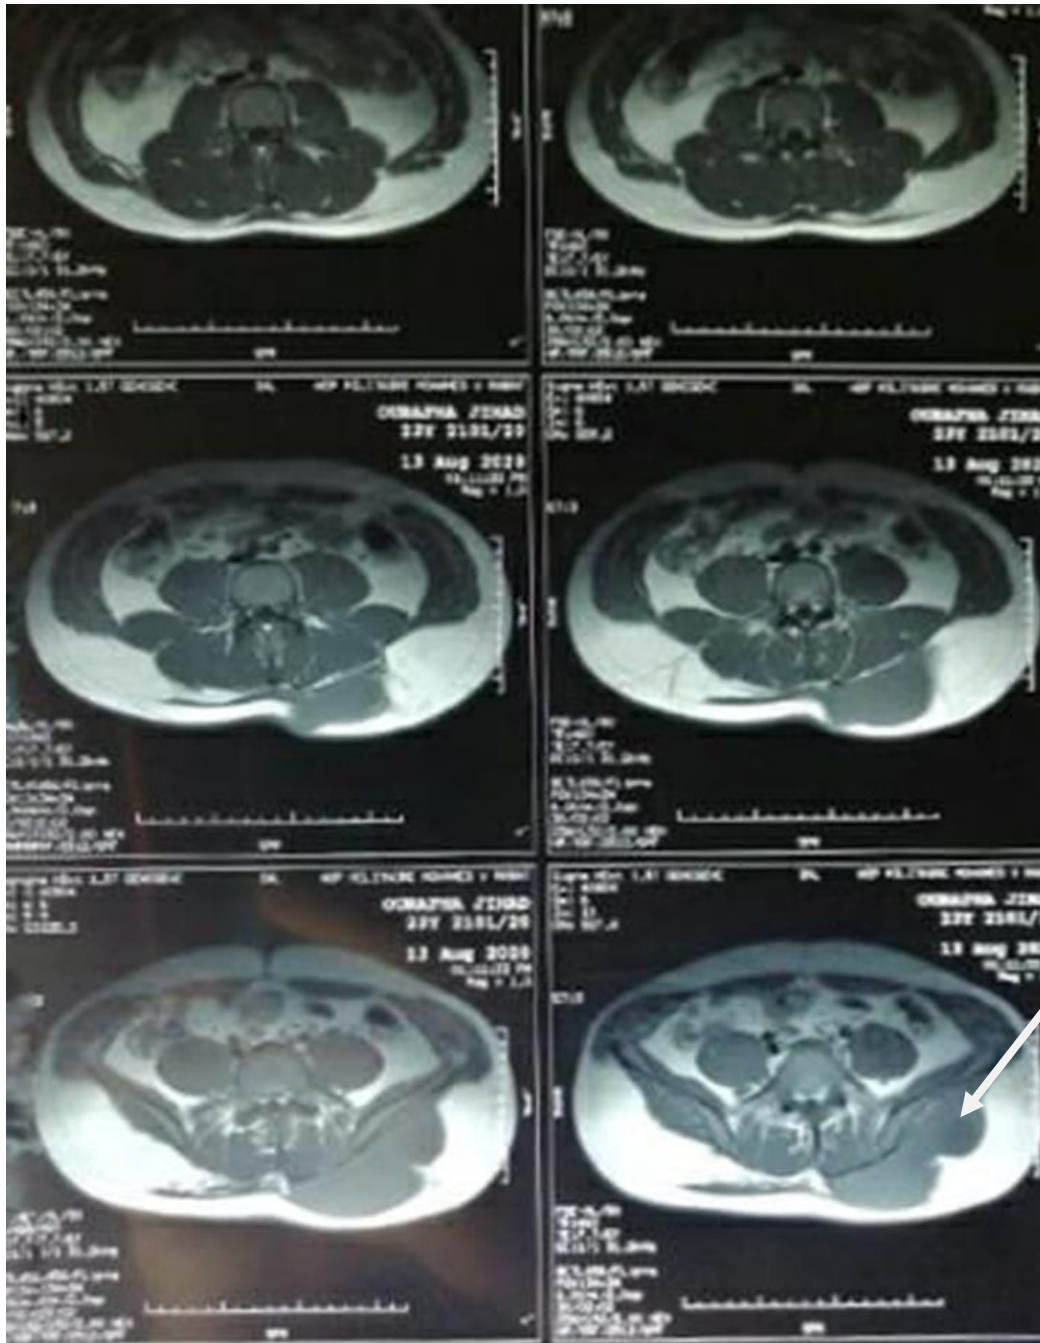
TDM qui montre un aspect en faveur de collections abcédées de la région glutéale gauche.
